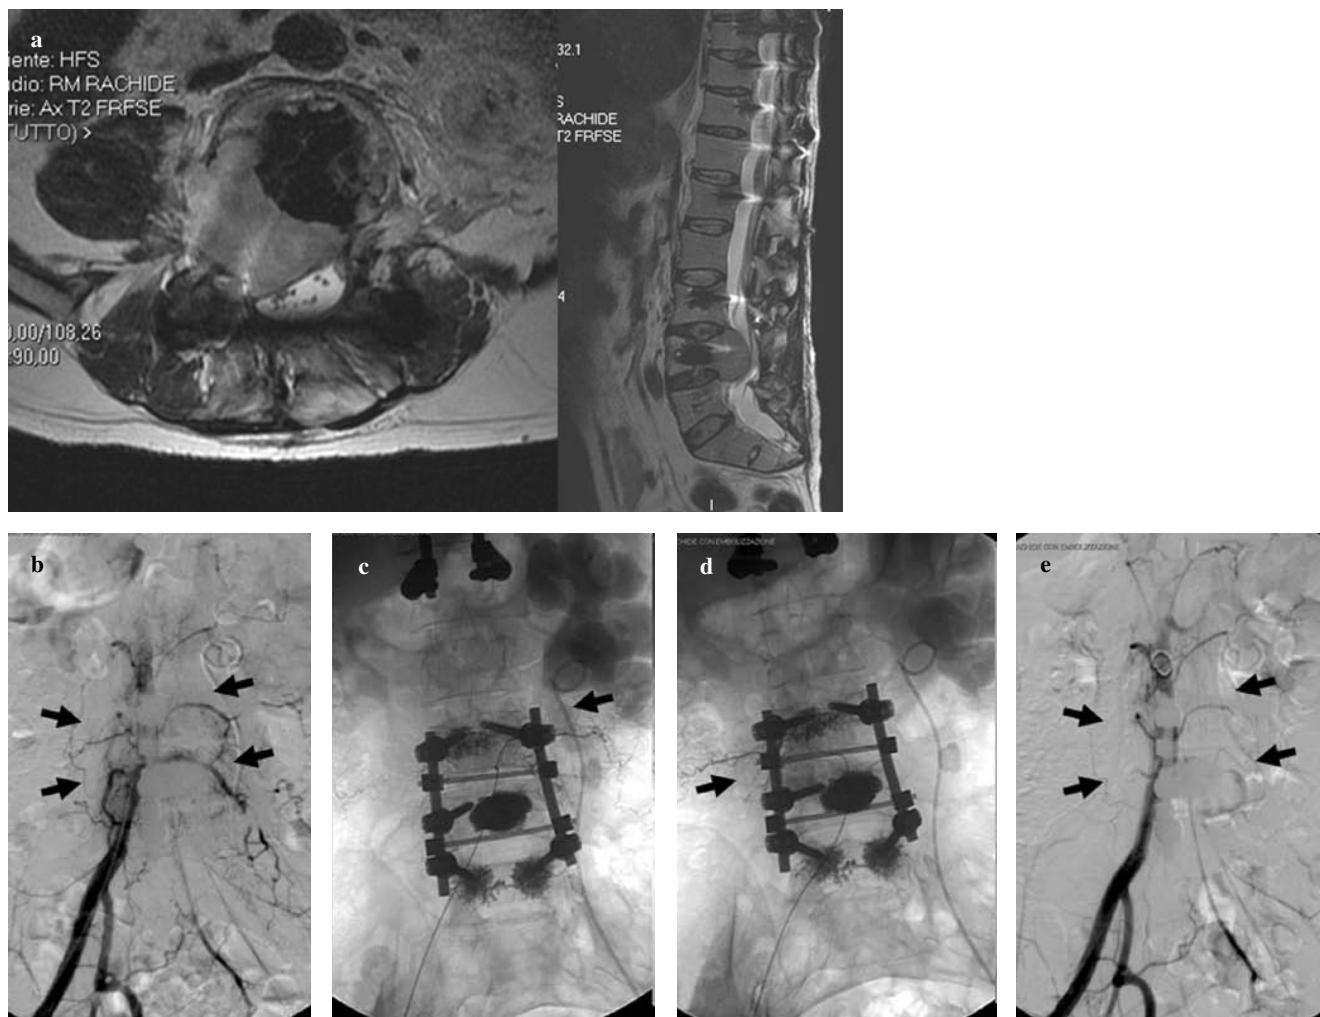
Axial (left) and sagittal (right) MR images of the lumbar spine of a 45-year-old man with a locally advanced recurrent fibrosarcoma of the L4 vertebra (patient 33). b Digital subtraction angiography shows pathological tumour vessels originating from the L3 and L4 arteries bilaterally (arrows). Selective catheterisation of the left (c) and right (d) L3 arteries (arrows). e Postembolisation angiography shows complete occlusion of the feeding vessels (arrows). The patient experienced moderate pain relief after one embolisation.
